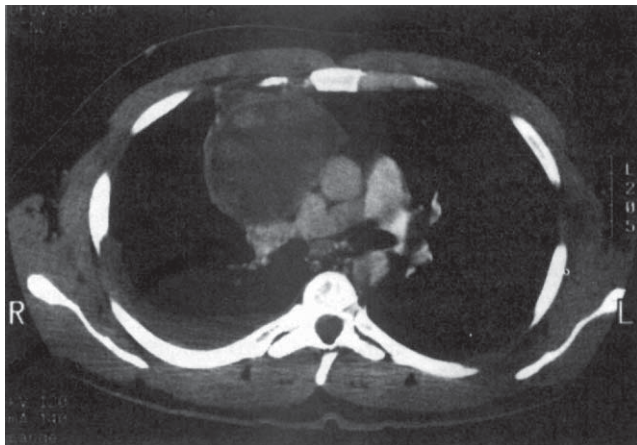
TC demonstrând prezența unei mase mediastinale cu densitate heterogenă. TC este superioară radiografiei plane pentru detectarea densităților mediastinale anormale și pentru diferențierea maselor de structurile vasculare adiacente.
